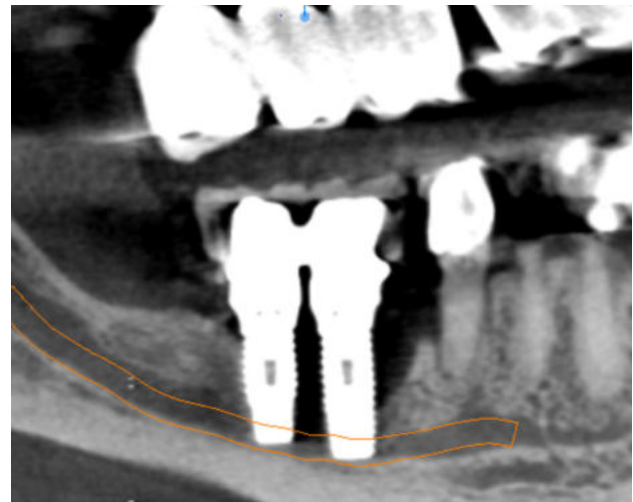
Corte panorámico del CBCT en la primera visita del paciente.
